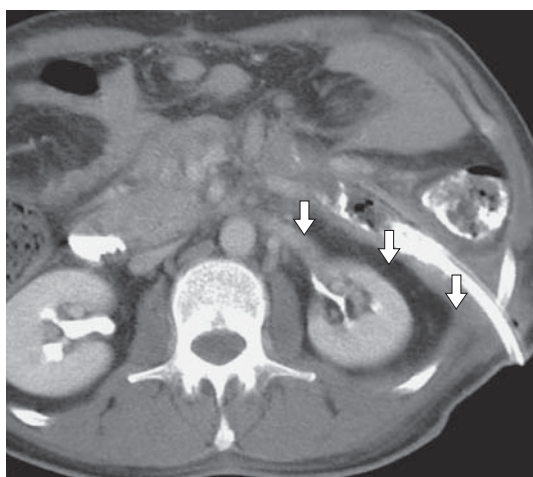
Компьютерная томограмма. Состояние после видеоассистированной ретроперитонеоскопической секвестрэктомии и установки промывной системы в забрюшинную клетчатку. Стрелками указан дренаж, установленный в забрюшинной клетчатке слева.
